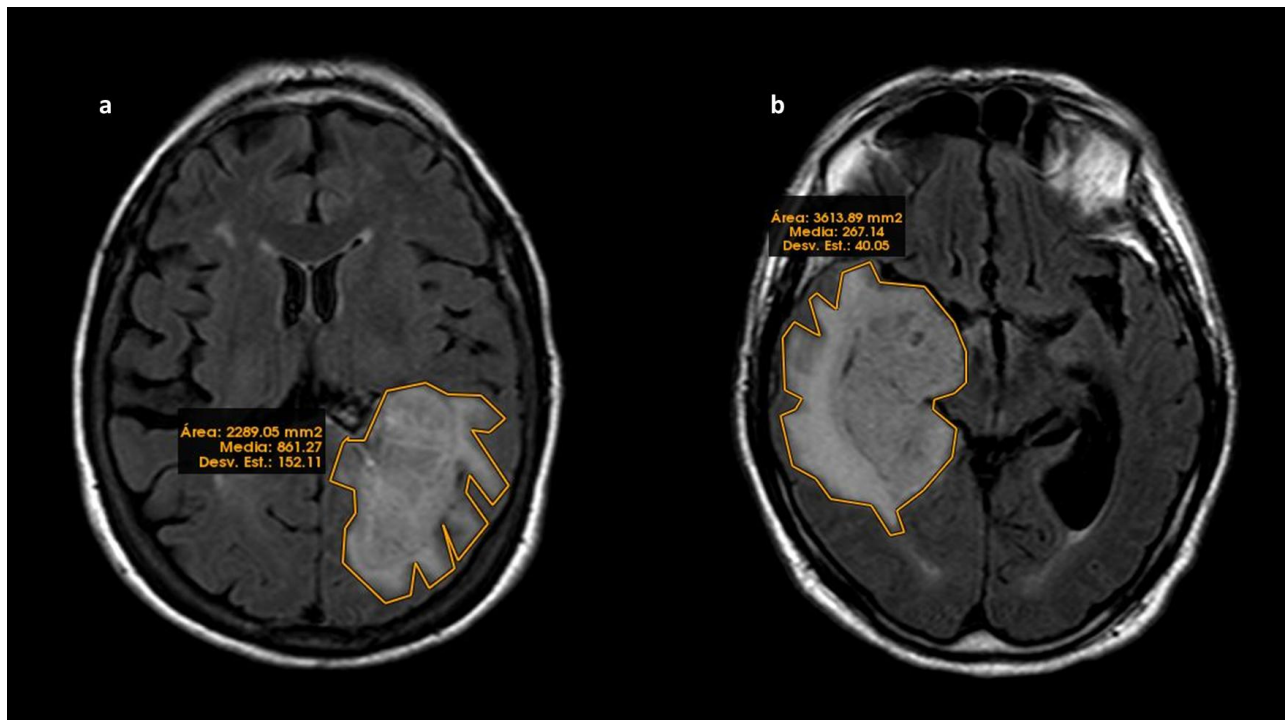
Determinació de l'àrea tumoral a la seqüència FLAIR en dos pacients diferents mitjançant regions d'interès (Elaboració pròpia).
